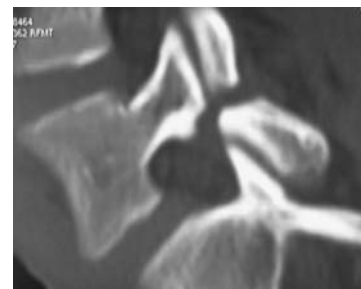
Cisaillement de l'isthme entre l'articulation inférieure de L4 et l'articulation supérieure de L5 (coupe sagittale en tomographie assistée par ordinateur).
